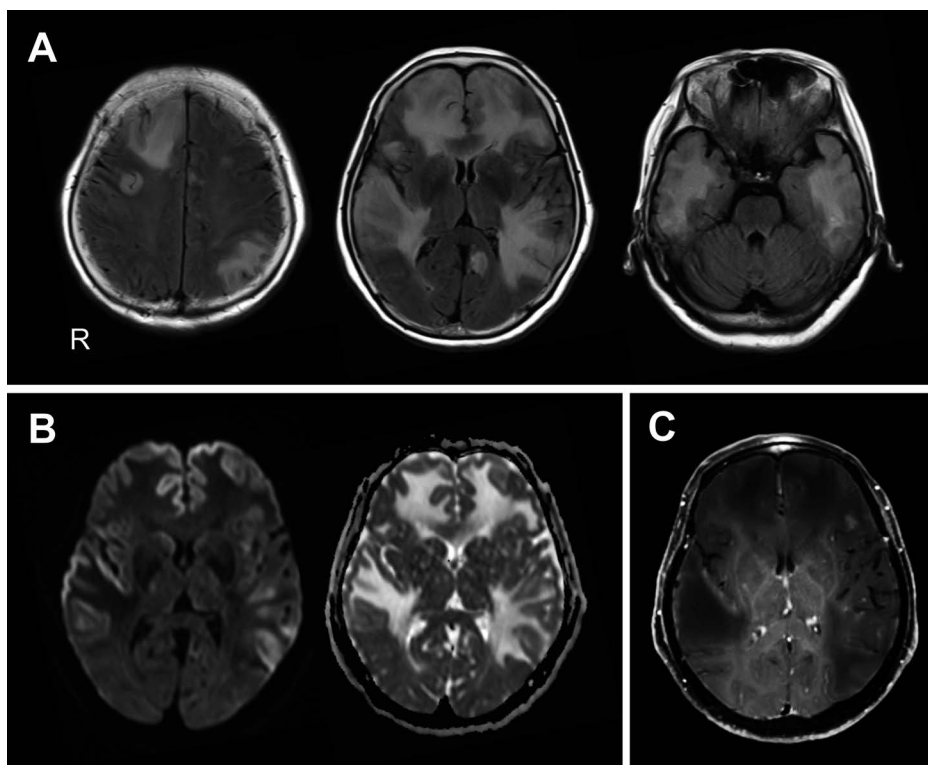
Brain MRI findings on admission.
